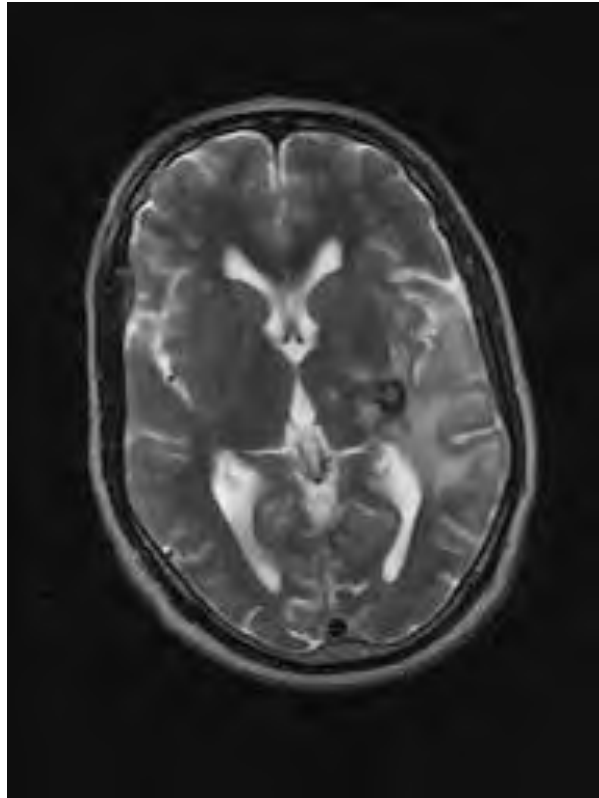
RM realizada 15 dias após tratamento
